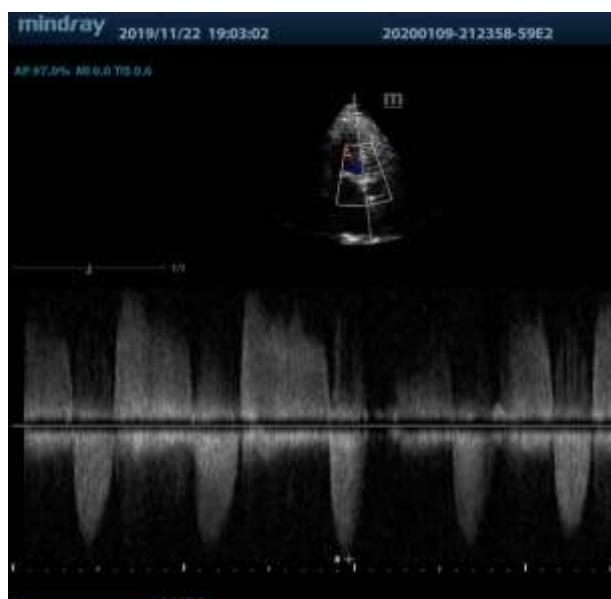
Ecocardiografie transtoracică, examen Doppler continuu la nivelul valvei aortice, secțiunea apical 5 camere, gradient mediu 55 mmHg, Viteza maximă Vs-Ao 4,5 m/sec, AVA=0,8 cm²
